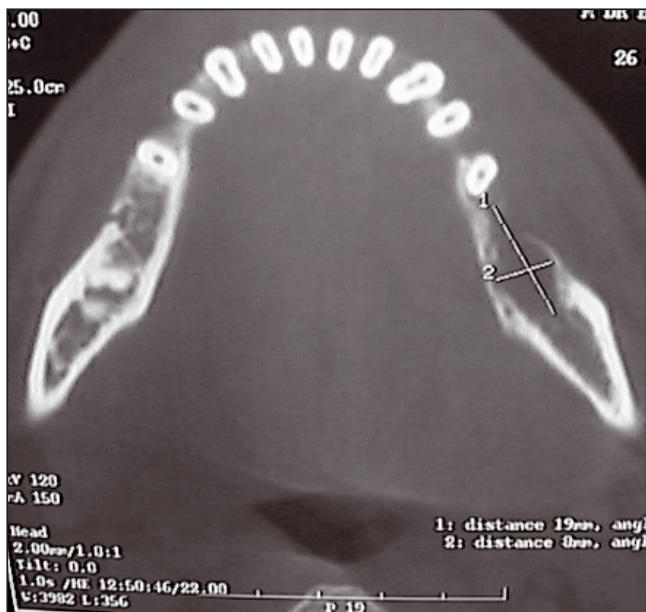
CT-scan : lyse osseuse touchant aussi de la corticale externe.
